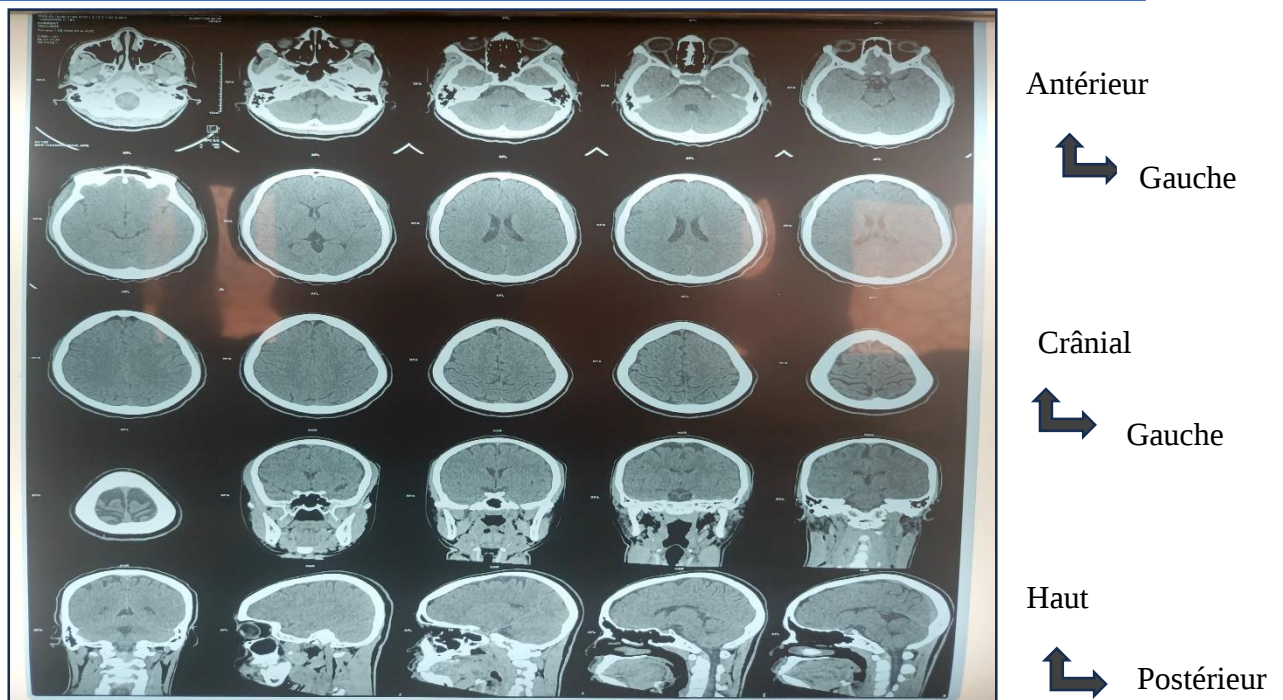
TDM cérébrale normale[13]
